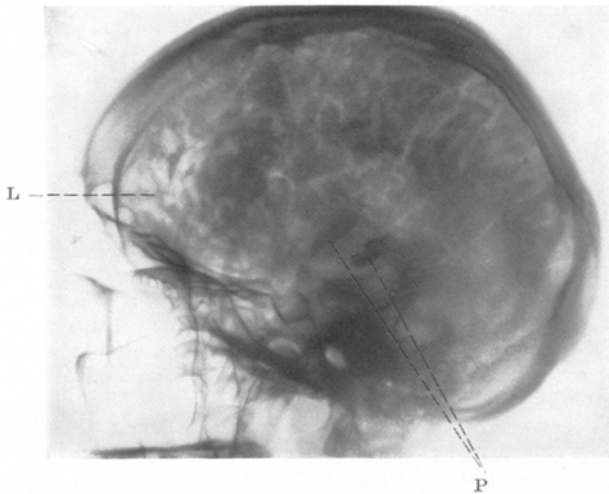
Röntgenaufnahme nach Encephalographie. L Luftansammlung über dem Stirnhirn. P Plexusverkalkungen.
